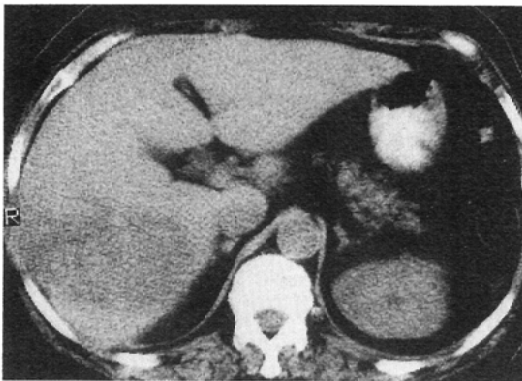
Case 3 showing typical CT finding.
